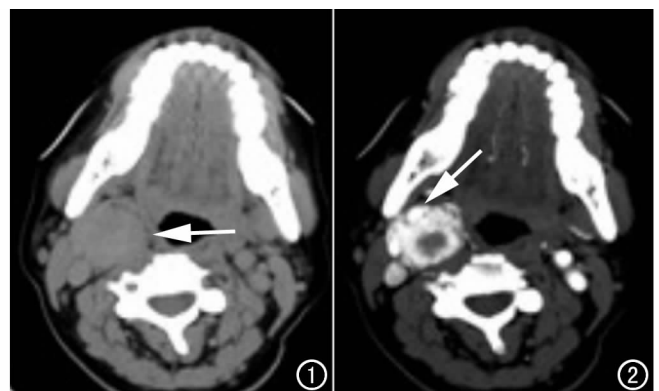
CT 平扫示右侧颈动脉鞘区一软组织肿块影,内密度均匀,肿块边界清晰(箭)。图 2 CT 动脉期图像示肿块明显不均匀强化,内可见坏死区,颈内、外动脉向前外侧推移(箭)。
